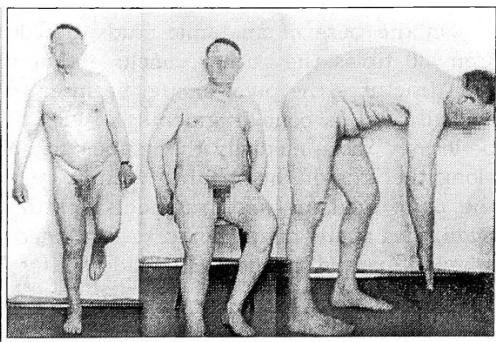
Рентгенограмма больного П. после тотального удаления бедренной кости с замещением дефекта консервированным аллотрансплантатом и функция оперированной ноги.
